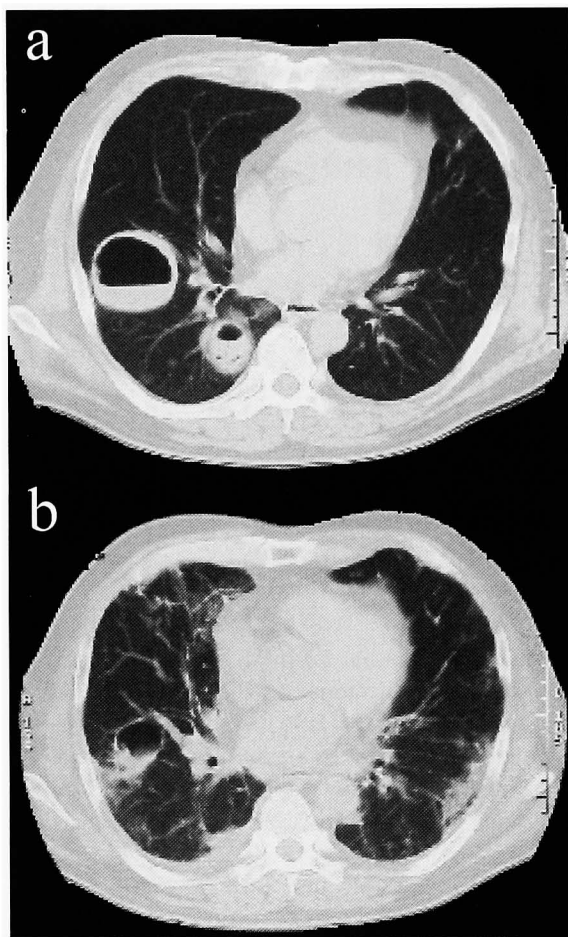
CT of the lung. a. Multiple metastases of the penile cancer appear as cystic lesions. b. Cystic lesions were reduced after 3 courses of combination chemotherapy.
